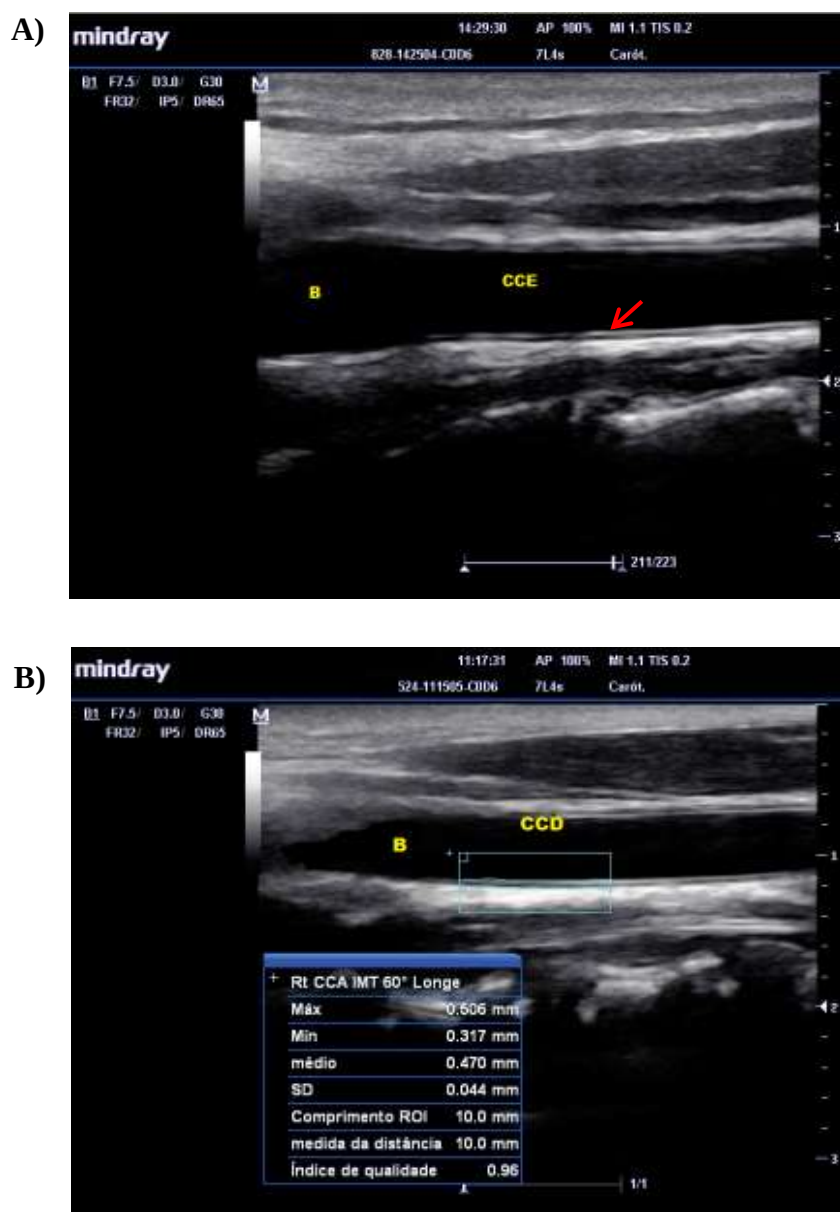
Ultrassonografia de artéria carótida comum, em corte longitudinal
